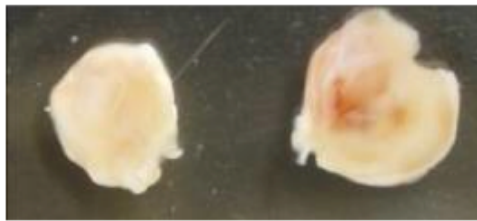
PFP液滴ミセルとドキシソルピシン内封TF-バブルリポソームを尾静脈投与し、体外より肝臓部位に向けて超音波照射したときの造影と摘出肝臓の外観
